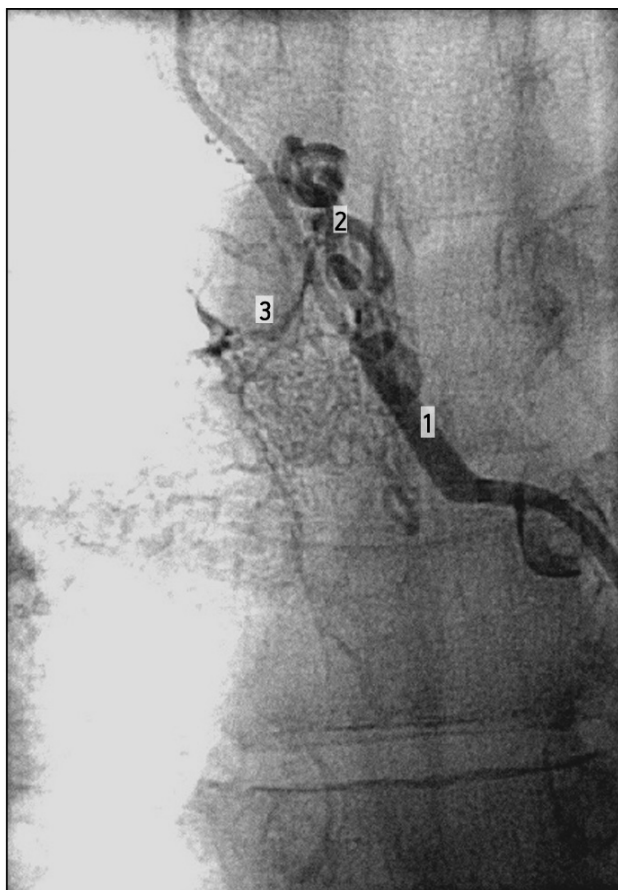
Рентгенограммы селективной ангиопульмонографии того же больного.
